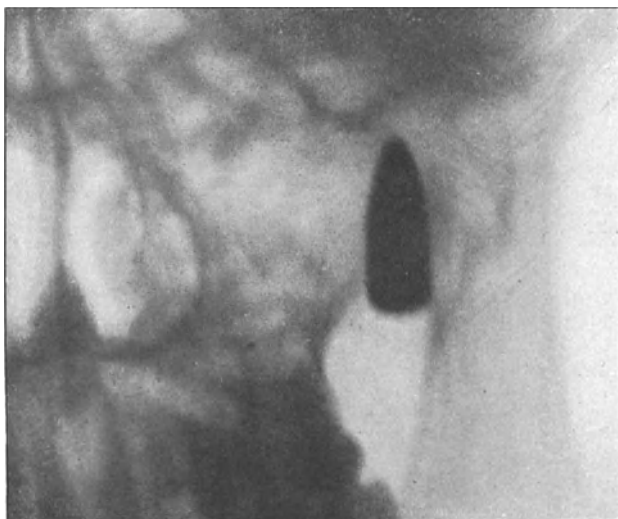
Senkrecht zu dem vorigen Bilde aufgenommenes Röntgenphotogramm.
